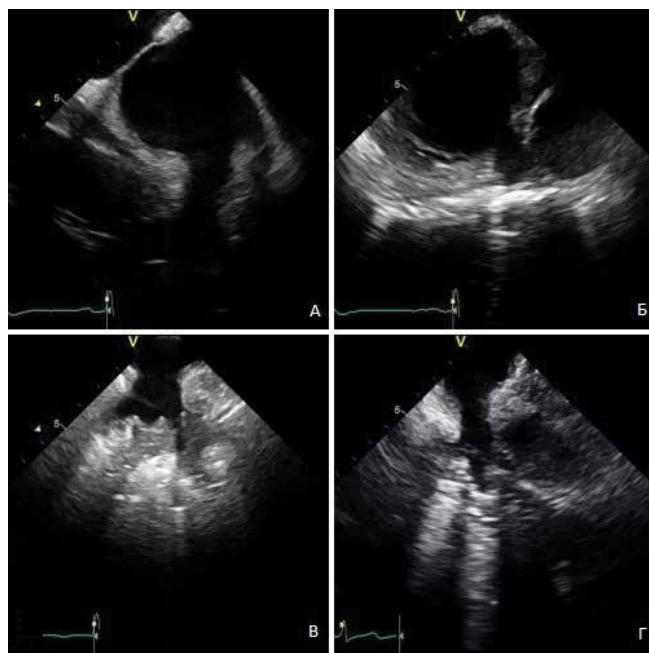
Визуализация легочных вен с помощью внутрисердечной эхокардиографии.
